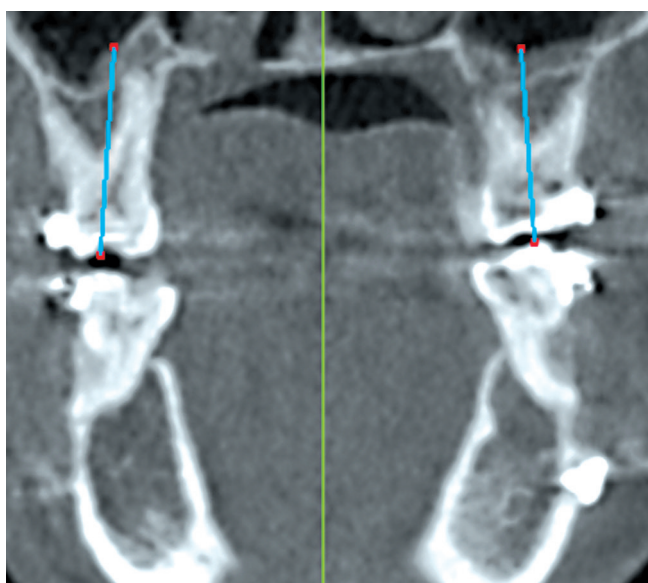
КЛК-томограмма с указанными осями первых моляров верхней челюсти.
